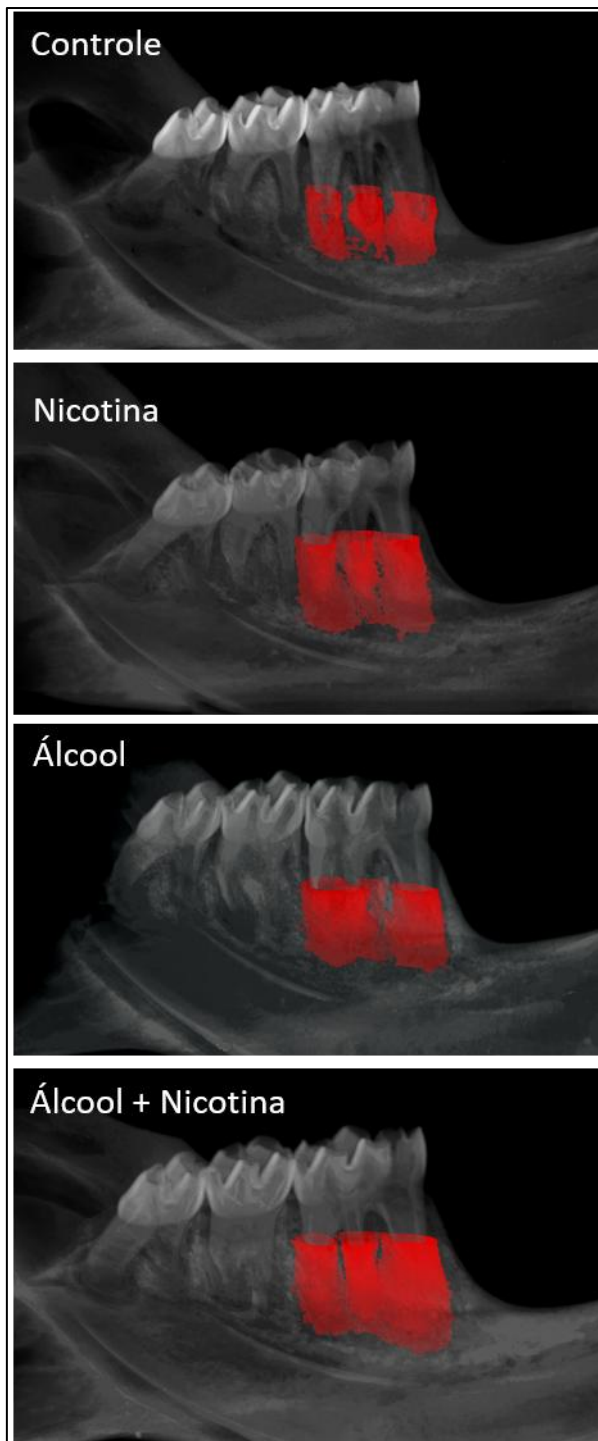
Imagens de micro-CT com demarcação da lesão
